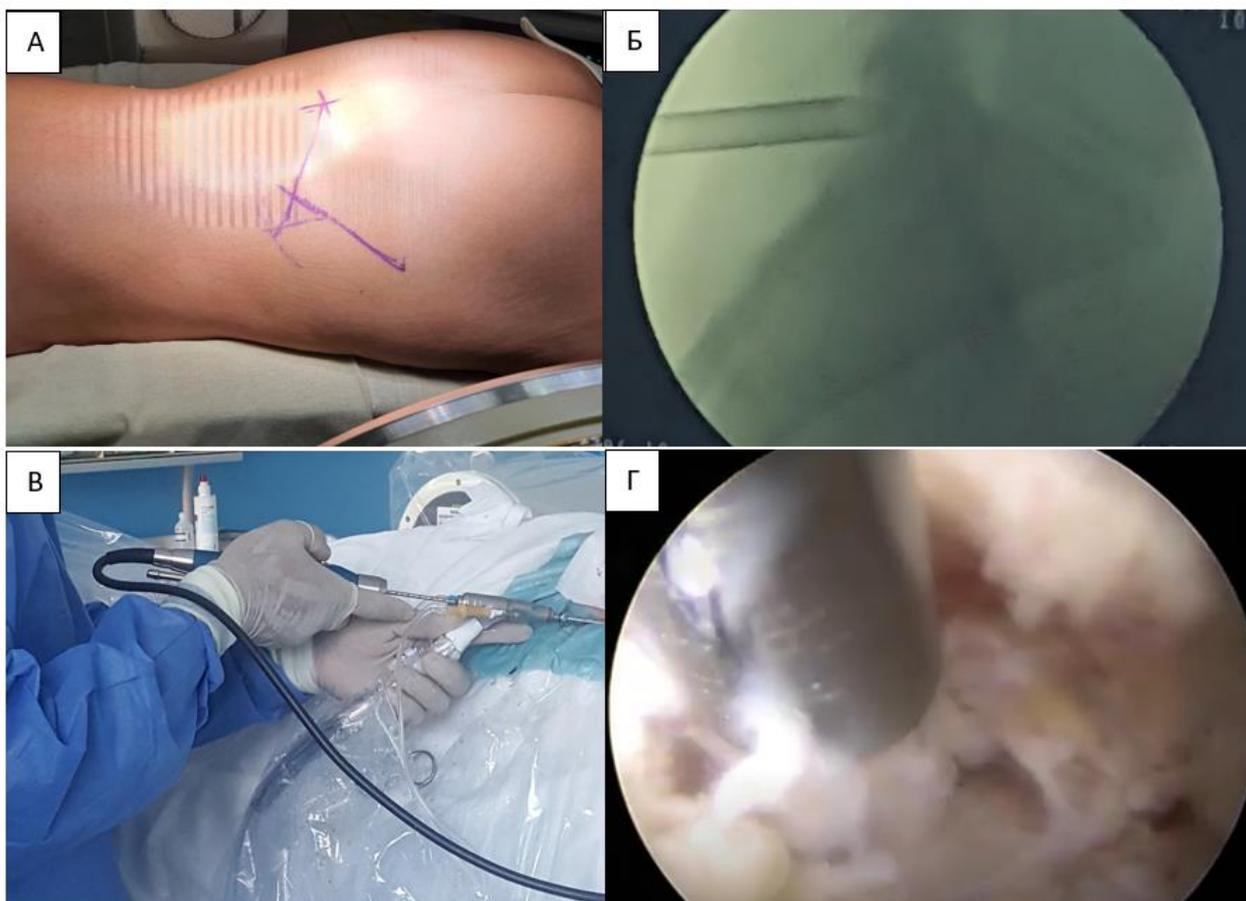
интраоперационные снимки. А – положение пациента и разметка точки входа. Б – интраоперационный рентген, показывает эндоскоп в межпозвонковом отверстии L5-S1. В – положение руки во время трансфораминальной эндоскопической дискэктомии. Г – удаление грыжи межпозвонкового диска
